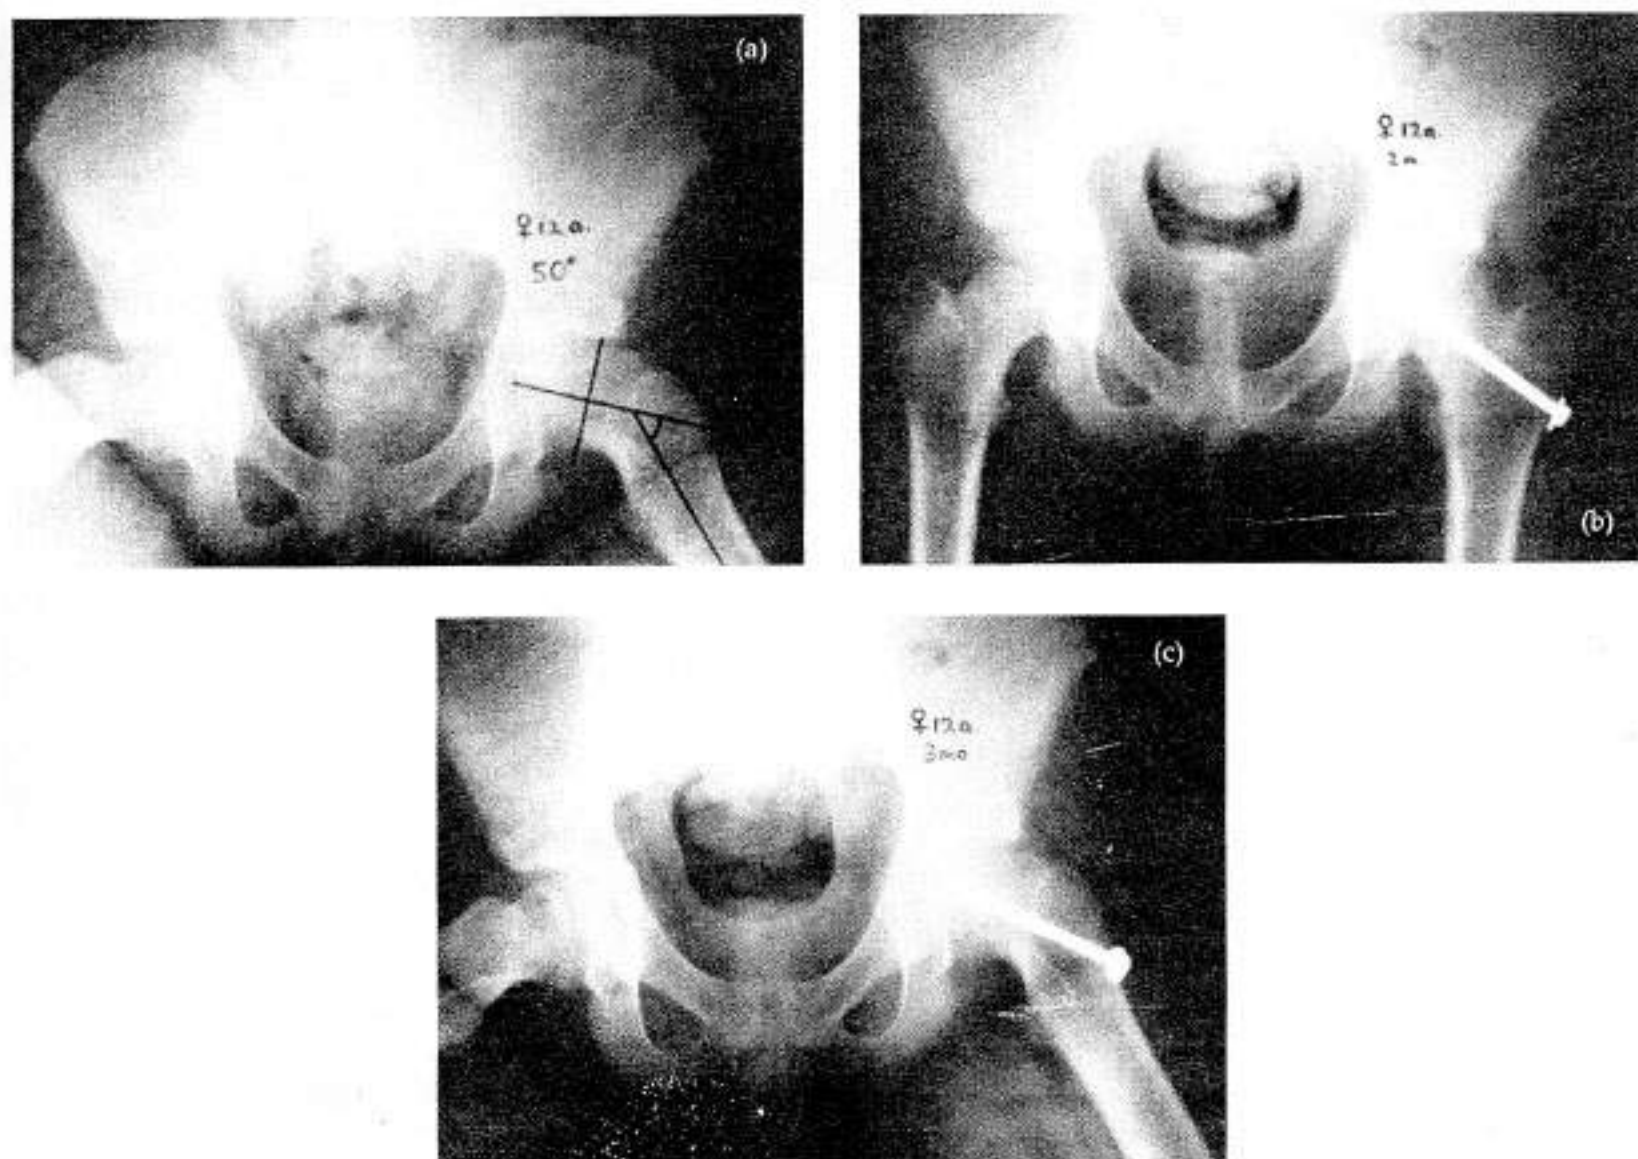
A) Radiografía anteroposterior en posición de rana de paciente femenino de 12 años con deslizamiento izquierdo, crónico de 50 grados.
